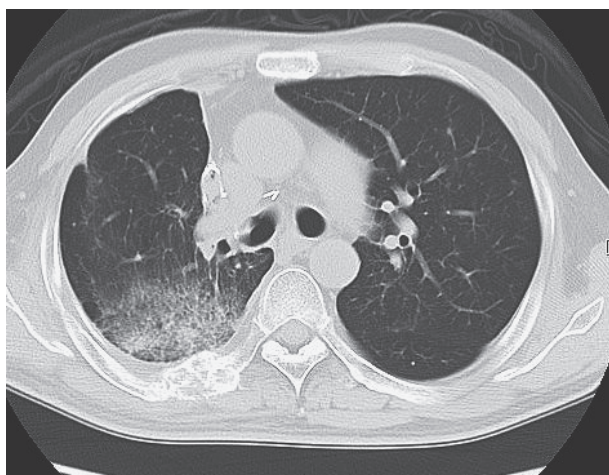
A chest CT scan on the 14th day of gefitinib administration shows ground-glass opacities in the right lung, corresponding to the previously irradiated field. A metastasized lesion in the right rib can also be seen.
